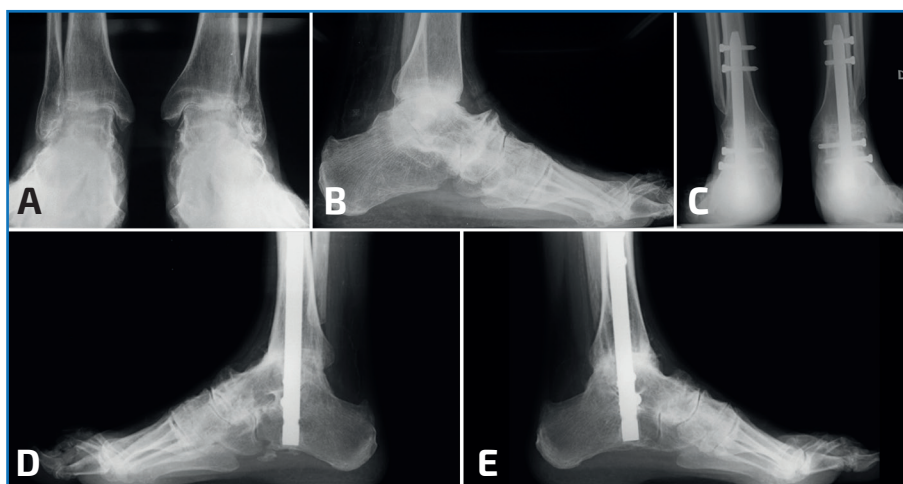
A y B: radiografías anteroposterior (AP) y lateral en carga de un paciente con artritis reumatoide con afectación bilateral de las articulaciones del tobillo y el retropié; C y D: radiografías AP y lateral en carga de ambos tobillos del mismo paciente tras artrodesis tibiotalcalcánea con clavo. E: radiografía lateral en carga del tobillo del mismo paciente tras artrodesis tibiotalcalcánea con clavo.
